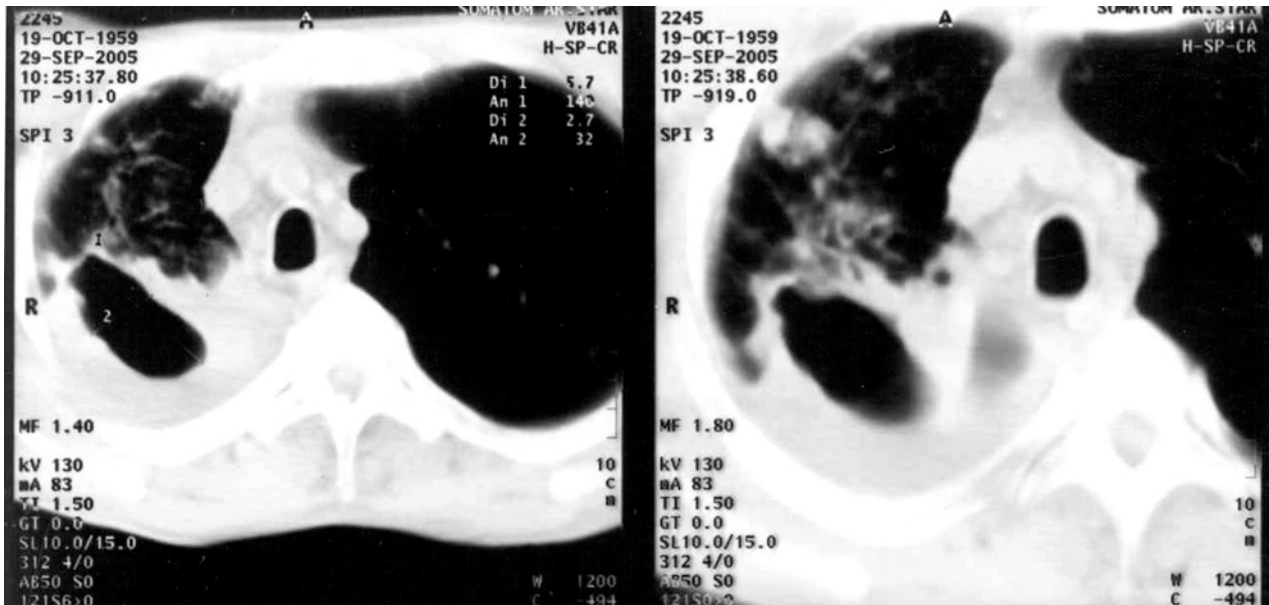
Хворий В., іст. хв. № 2245 (комп'ютерна томографія до операції). Резистентність МБТ до (H, R, S, E, Z, Et, Pf, Rb, K, Am)
